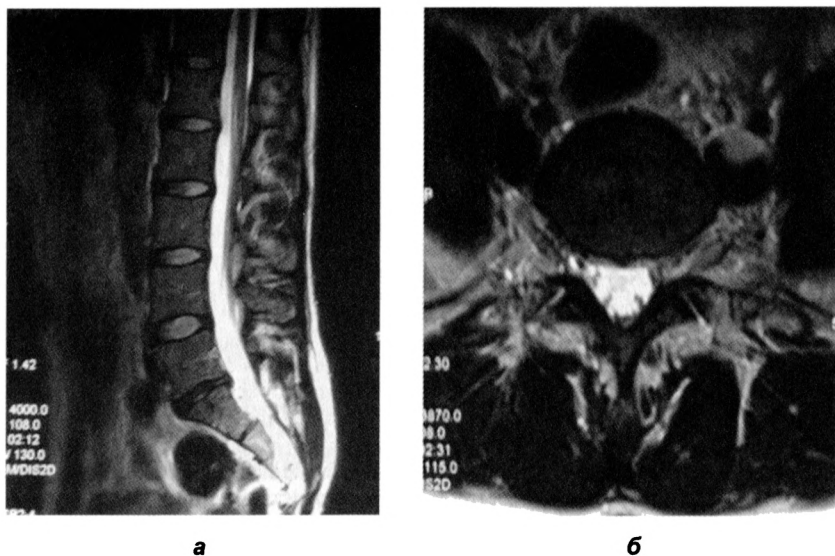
МР-томограммы в сагиттальной (а) и аксиальной (б) проекциях пациентки Б. Задняя срединная грыжа диска L₄-S₁ (4 мм), минимально деформирующая переднюю стенку дурального мешка. Начальные признаки спондилоартроза в сегментах L₄-S₁. Просвет позвоночного канала относительно сужен на уровне грыжи
